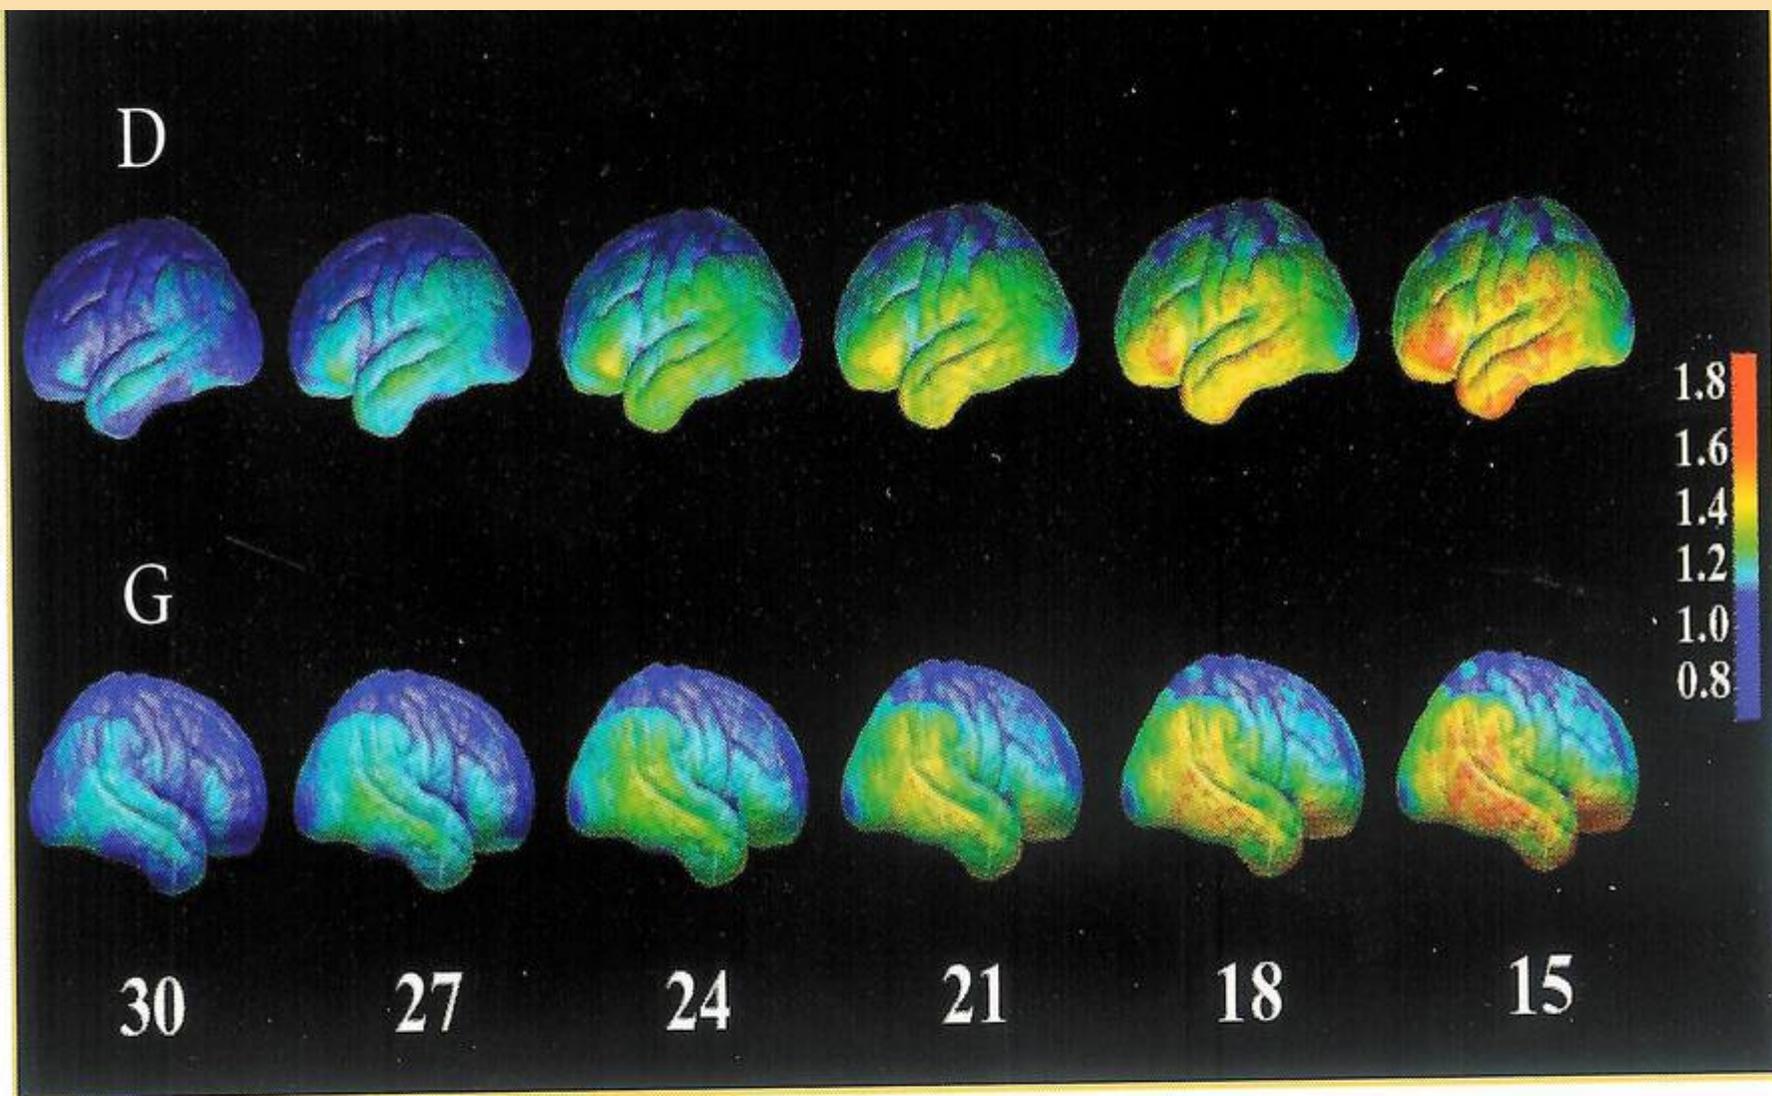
La progression des lésions visualisées en PET FDDNP est parallèle à la baisse du MMSE.
